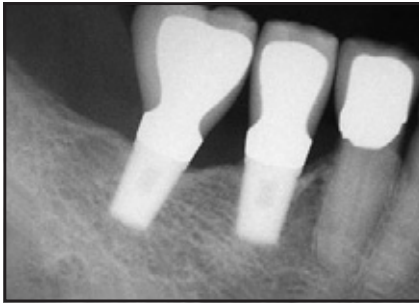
(links) Periapikale Röntgenaufnahme der beiden 7x4,1-mm-SPS-Implantate (beide mit 1-mm-MCR) nach 11-jähriger funktioneller Belastung.
